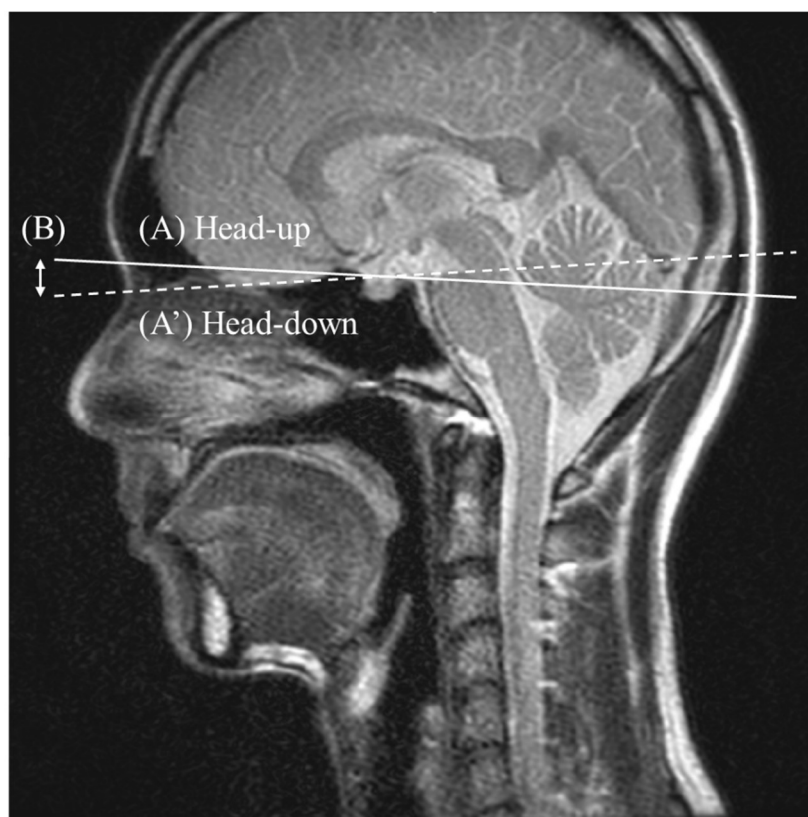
MRI 撮像による頭尾方向の体動抑制機能評価の解剖学的指標
